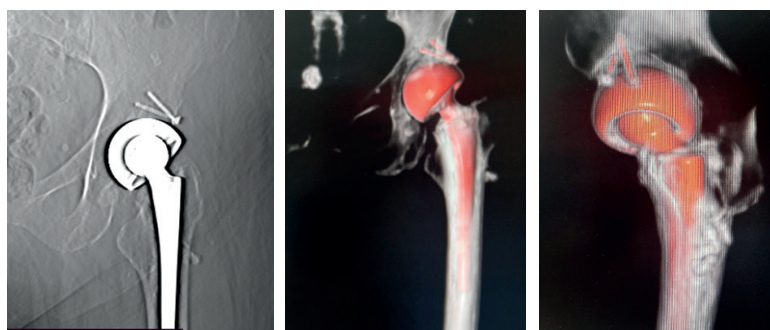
Компьютерная томография левого тазобедренного сустава пациентки П. после операции (прямая проекция и 3D-реконструкция)
